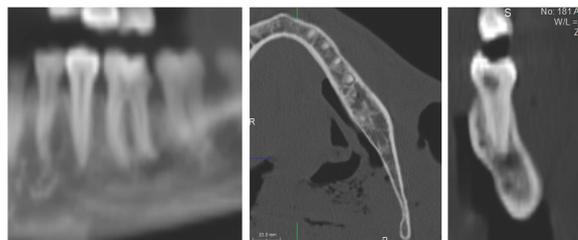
Dalla TAC Total body è stato estratto il particolare dell'area mandibolare sinistra, da cui si nota radiotrasparenza apicale a carico di 36.
